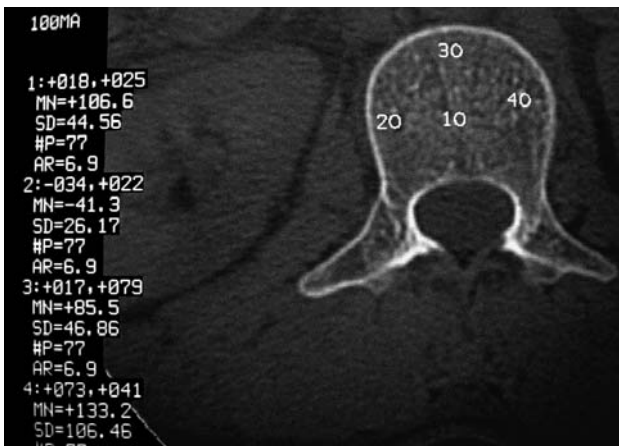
КТ аксиальный срез на уровне L1 пациента А., 45 лет.
